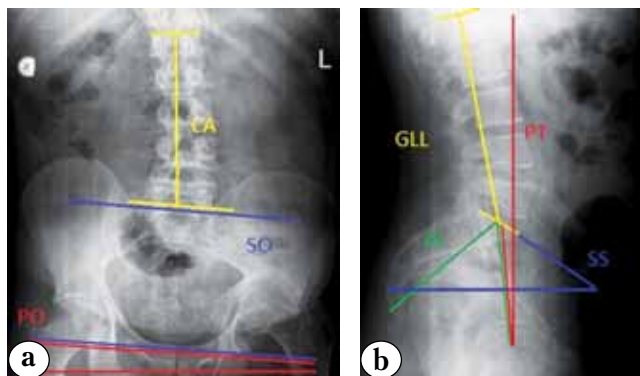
Рентгенологические параметры комплекса «тазобедренные суставы – таз – позвоночник» больного Б., 42 лет, с неправильно сросшимся переломом задней стенки и крыши вертлужной впадины, подвывихом бедра кверху и кзади: а – в прямой проекции; б – в боковой проекции
